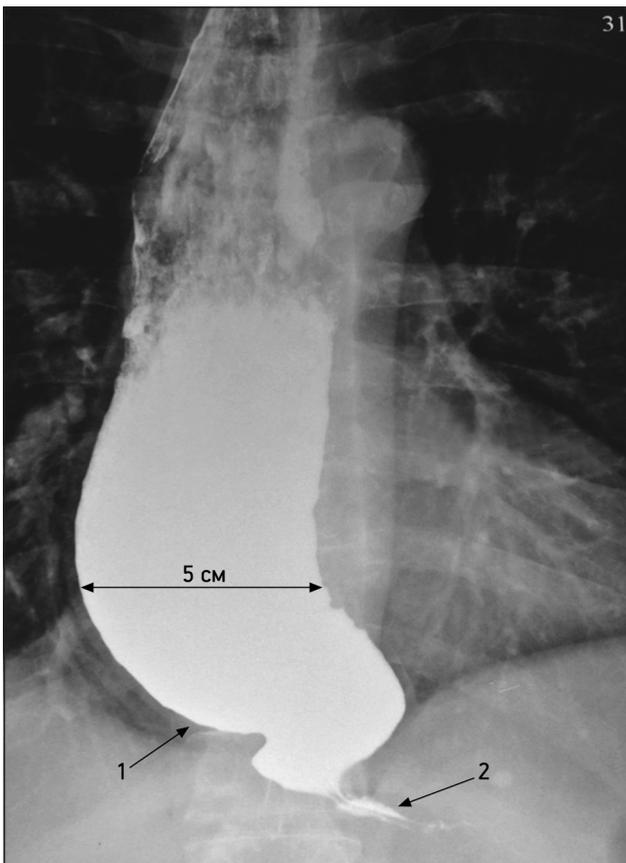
Рентгенограмма пищевода до операции.
